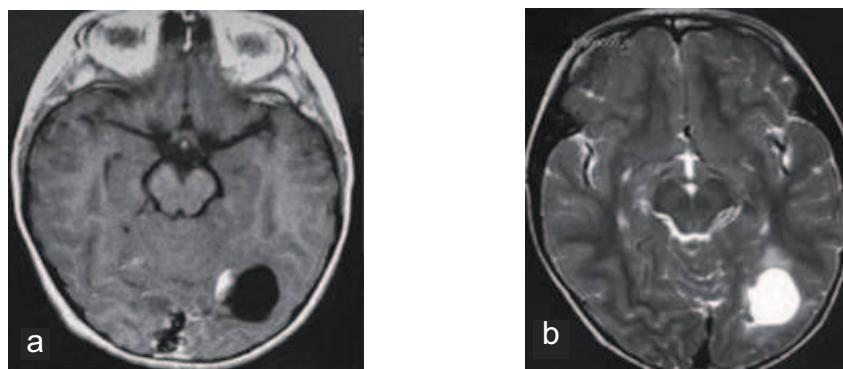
IRM cérébrale en coupes axiales
